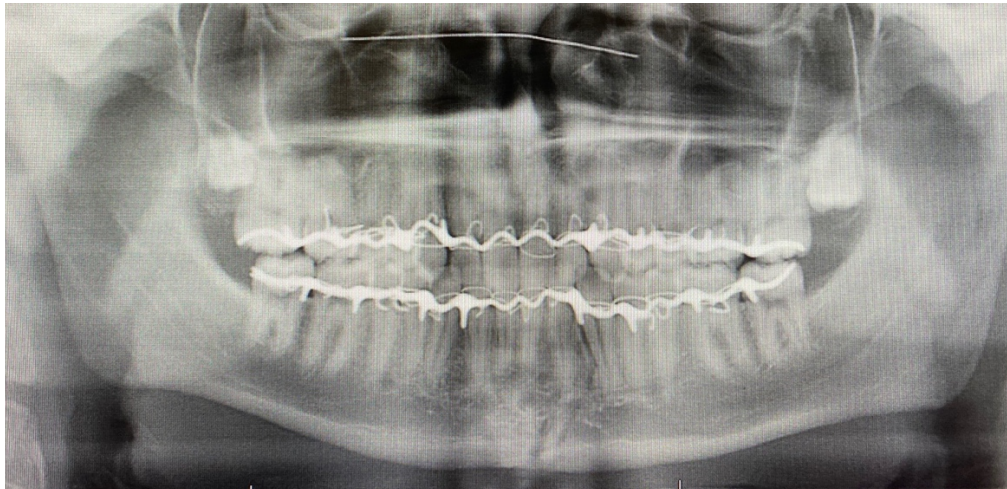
radiographie panoramique post-opératoire avec mise en place du blocage inter-maxillaire
